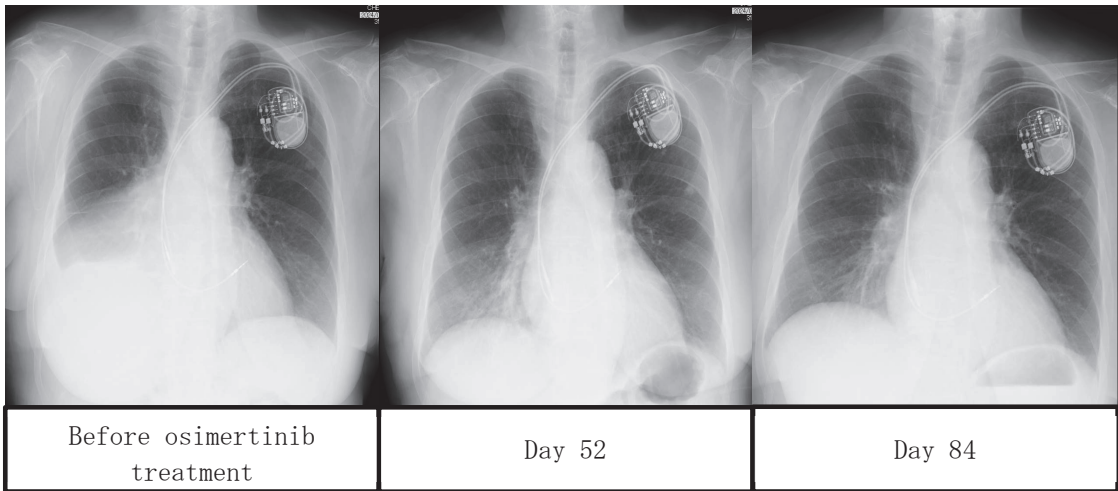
Chest X-ray images before and after the initiation of osimertinib treatment
